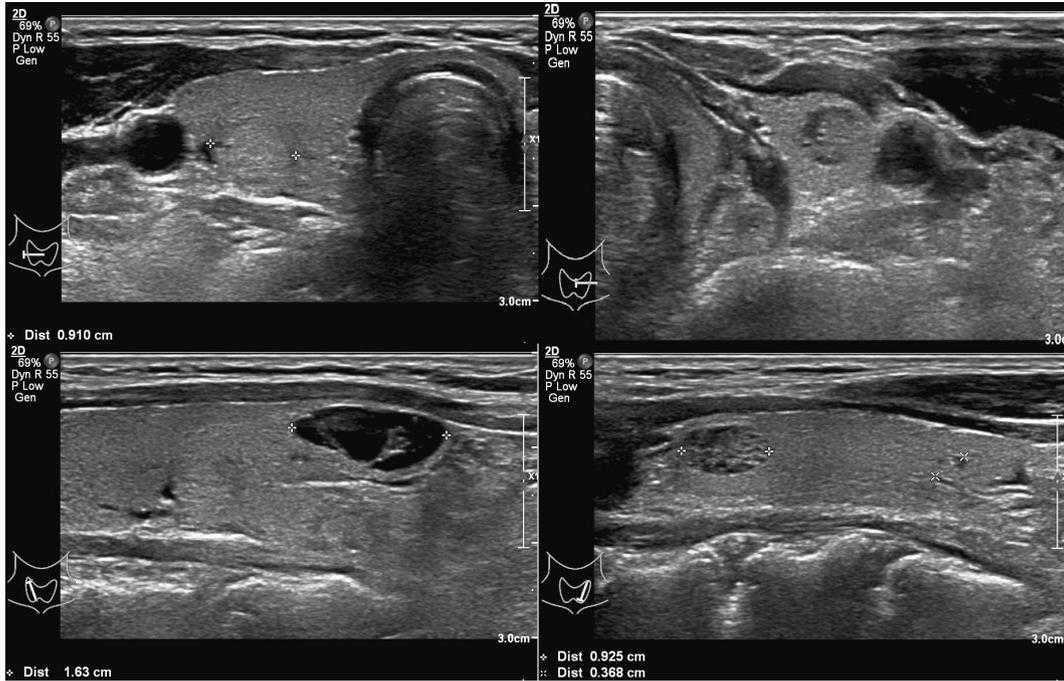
Multiple thyroid nodules found from ultrasonography of the thyroid.
